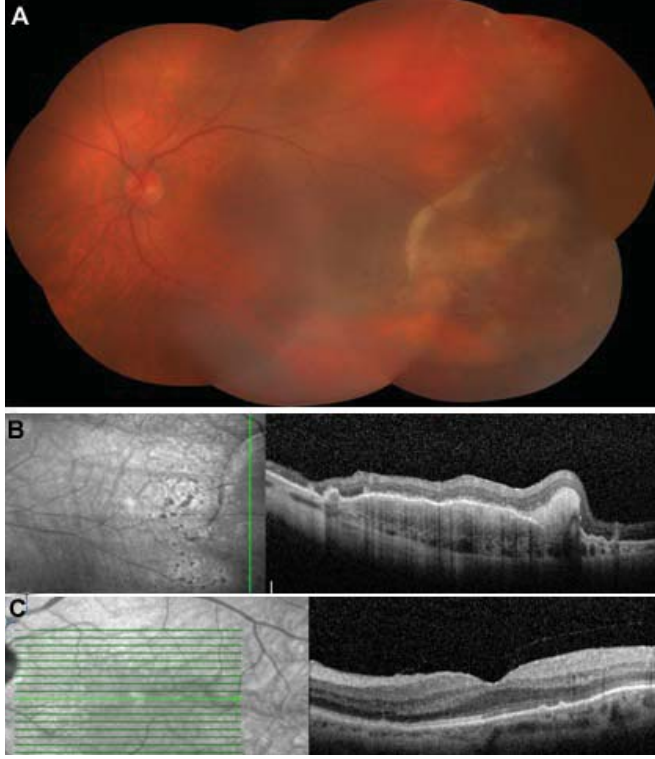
Sol göz tedavi sonrası 3. ay kontrolünde (A) renkli fundus fotoğrafında fibrozisin başladığı, (B) foveadan geçen yatay kesitte foveal konturun oluştuğu, (C) lezyondan geçen dikey optik koherans tomografi kesitinde multipl hemorajik retina pigment epitel dekolmanları ve subretinal sıvının azaldığı görülmekte.
